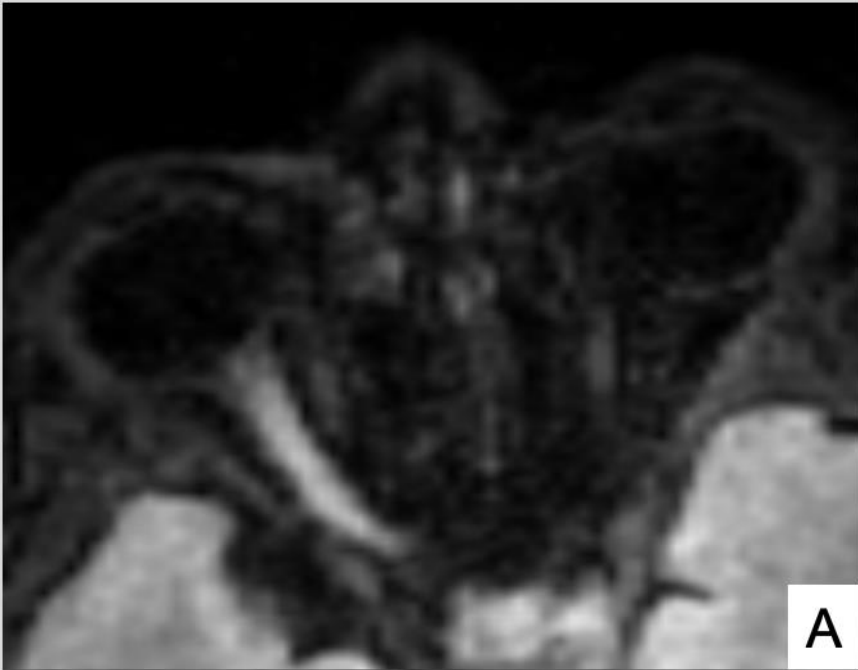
RM DE CRANEO. T2-FLAIR axial / T1WI Fat-sat con contraste cortes coronales. Neuritis óptica.
